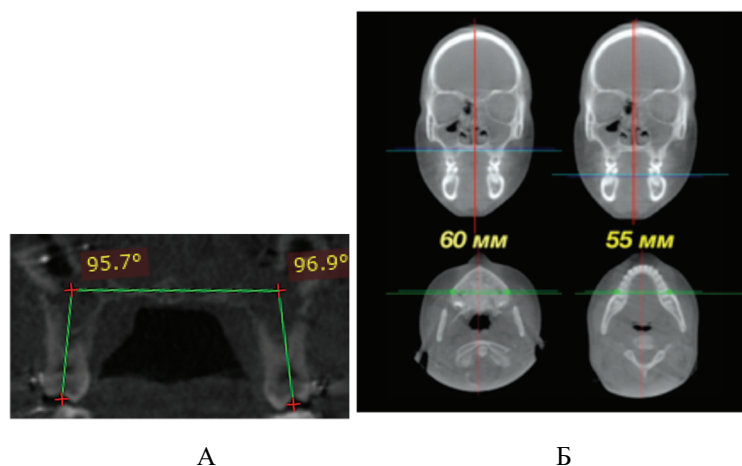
КЛК-томограммы с цефалометрическими анализами: А – оценка инклинации моляров верхней челюсти; Б - Репн-анализ с оптимальным соотношением между шириной верхней и нижней челюстей.
